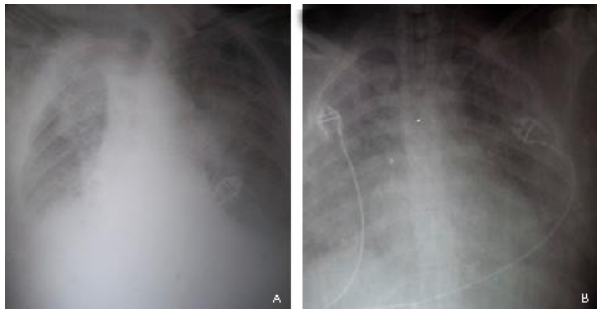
Radiografía de tórax (Caso 2). A) Previo al inicio de la APRV. B) 24h de iniciada la APRV.
